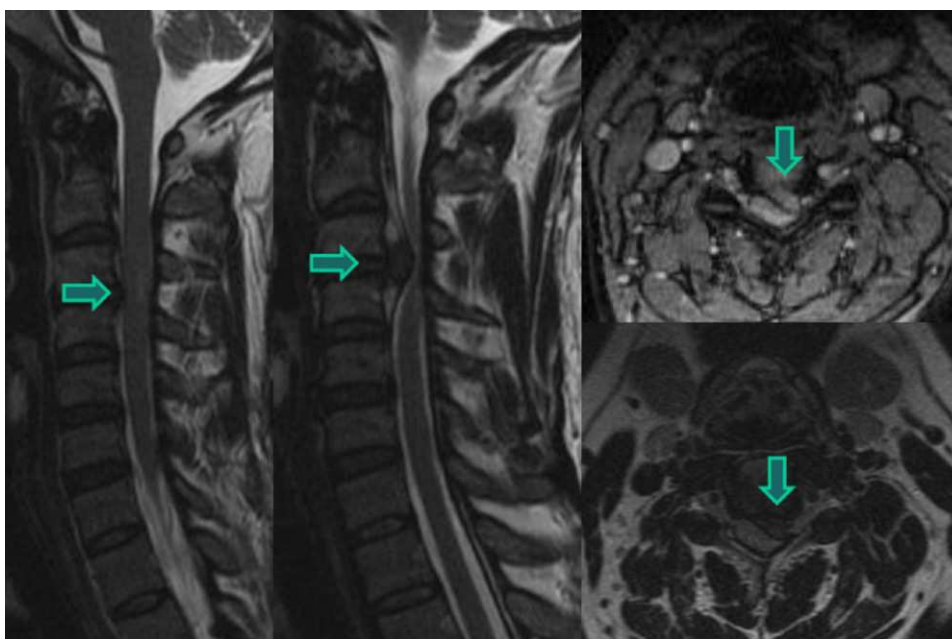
Resonancia magnética. Imágenes sagitales ponderadas en T2, axial eco de gradiente ponderada en T2, y axial ponderada en T1 de la columna cervical. Hernia subligamentosa central, paracentral izquierda y foraminal izquierda (flechas).
